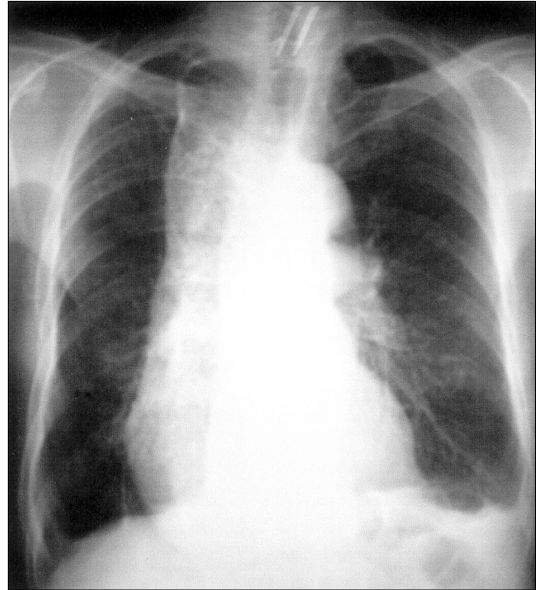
Chest roentgenogram 2 months after the application of OK-432. There was no recurrence of chylothorax.
